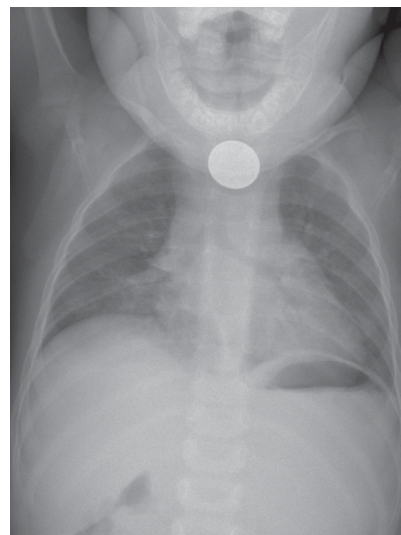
Рентгенограмма органов грудной клетки. Инородное тело пищевода. Расширение тени тимуса
